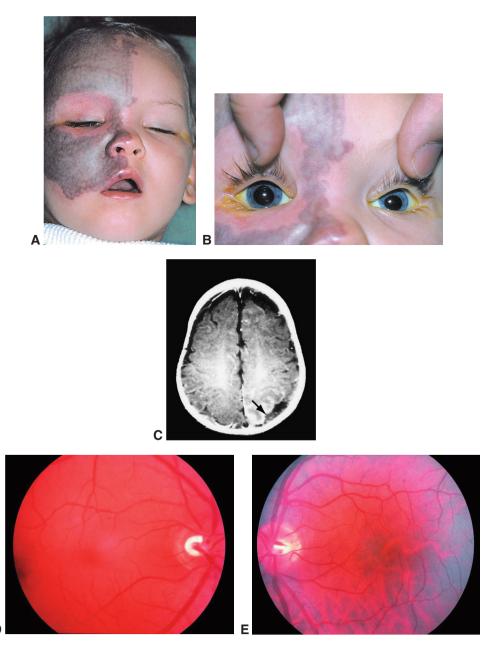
Syndrome de Sturge-Weber. A. Cet enfant d'un an a été adressé pour taches de vin envahissant le territoire du V_1 et du V_2 du côté droit, atteinte fréquente lors d'un syndrome classique de Sturge-Weber. Ces patients ont souvent un glaucome congénital. B. Chez un enfant avec un glaucome congénital, le globe oculaire peut augmenter de volume (buphtalmie). C. Des malformations corticales vasculaires associées, suivant les circonvolutions, peuvent aussi survenir (*flèche*). Elles peuvent être retrouvées en IRM. Les patients peuvent également avoir un hémangiome choroïdien diffus provoquant une hyperhémie et un aspect rouge diffus de la choroïde. D. Hémangiome choroïdien. E. Œil normal controlatéral. (*Parties A, B : remerciements au Dr Steven A. Newman; partie C : remerciements au Dr Mark J. Greenwald; parties D, E : remerciements au Dr James J. Augsburger.)*
